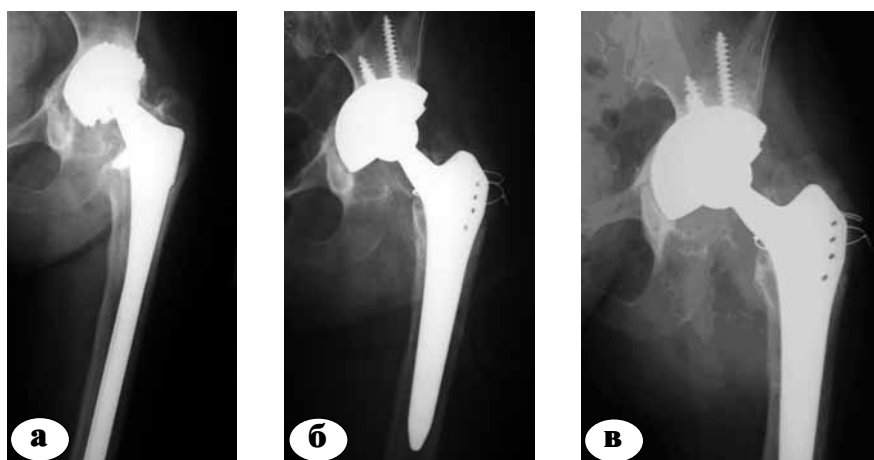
Рентгенограммы больного М.: а – до операции; б – после операции реэндопротезирования; в – через 3,5 года после операции
